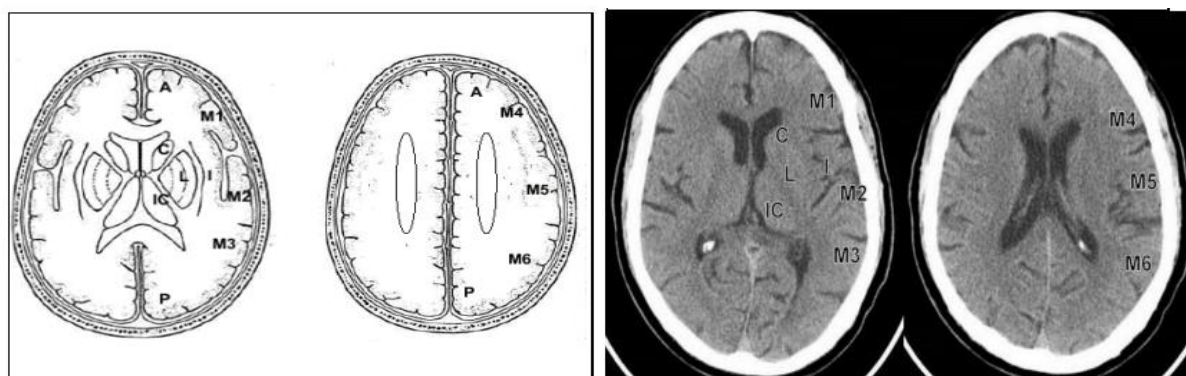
Оценка по шкале ASPECT: схема (слева), компьютерная томограмм аксиальной плоскости (справа)
